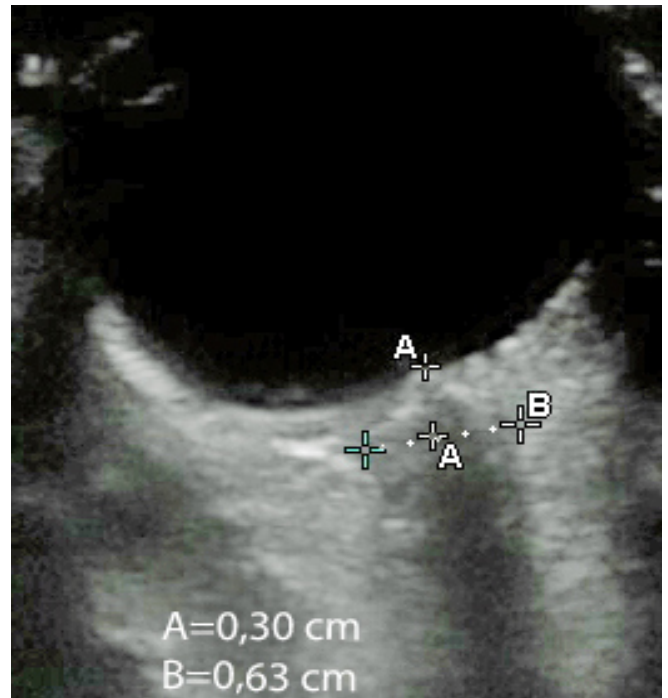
Ecografía ocular que muestra un diámetro de la vaina del nervio óptico mayor de 5 mm compatible con hipertensión intracraneal.
